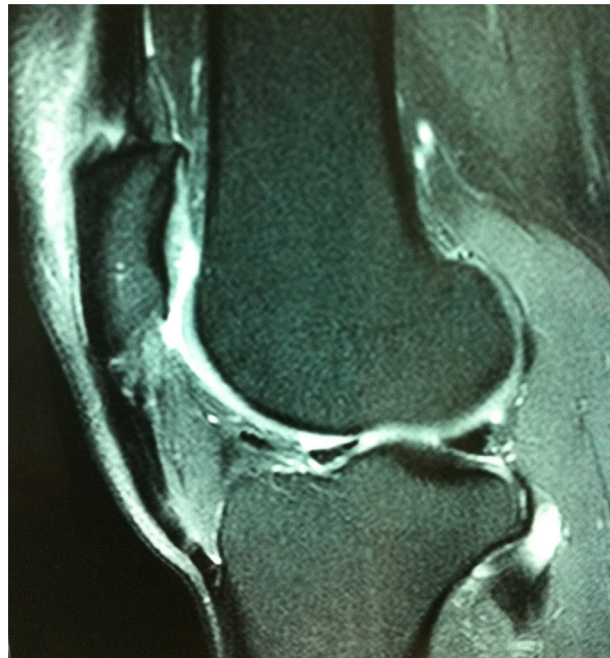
Ressonância magnética de um dos pacientes, que evidencia a área de impacto do tendão com o polo inferior da patela, com espessamento, edema e ruptura parcial do tendão patelar.
